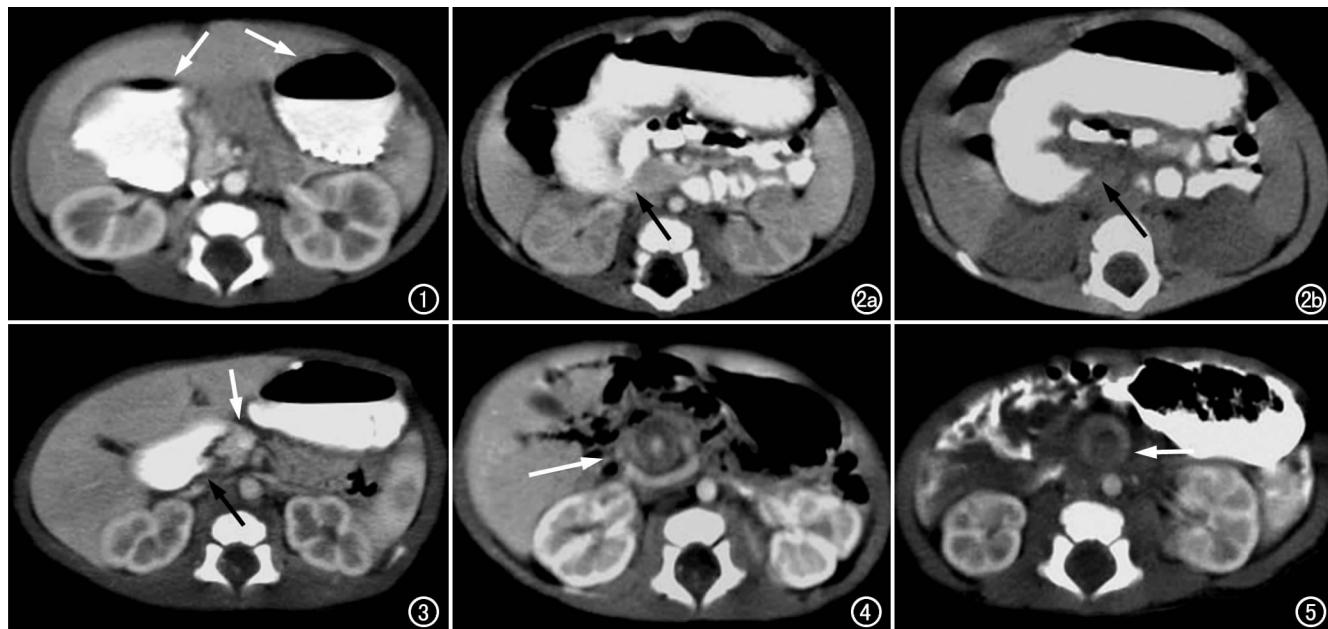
男婴, 14 天。CT 上可见“双泡征”(箭), 肠系膜上动、静脉排列正常。图 2 女婴, 30 天。a) CT 增强扫描示膈膜状狭窄段(箭), 肠系膜上动、静脉排列正常; b) CT 平扫示十二指肠降部“乳头征”(箭)。图 3 男婴, 8 天。CT 示十二指肠降部、乳头平面上方“乳头征”(黑箭), 其内侧为增强的胰头(白箭)。图 4 女婴, 7 天, 肠旋转不良。CT 示肠系膜根部类“靶征”(箭), 可见肠系膜上动、静脉正常排列迷失。图 5 男婴, 10 天, 肠旋转不良。CT 示肠系膜根部“同心圆征”(箭), 伴肠系膜水肿, 可见肠系膜上动、静脉正常排列迷失。
